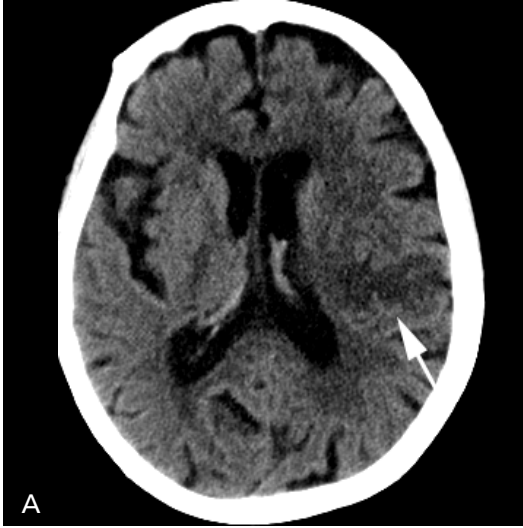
A, B. ASPECT (Alberta Stroke Programme Early CT) skoru hesaplanması. Orta serebral arter sulama alanı 2 aksiyel kesitte değerlendirilir. (A) İlk kesit talamus, lentiform ve kaudat nükleusun görülebildiği bazal ganglionik seviyeden, (B) ikinci kesit ise supraganglionik düzeyde, korona radiata ve sentrum semiovale düzeyinden seçilir. Normal BT bulguları 10 puan olarak kabul edilir ve tanımlanmış olan her bölge için erken iskemi bulgusu varsa 1 puan eksiltir. Bu yöntemle hesaplanan 7 ve altı puan, tedavi ile yüksek kanama riskini gösterir. C: Kaudat nükleus, IC: internal kapsül, I: insula, L: Lentiform nükleus.
